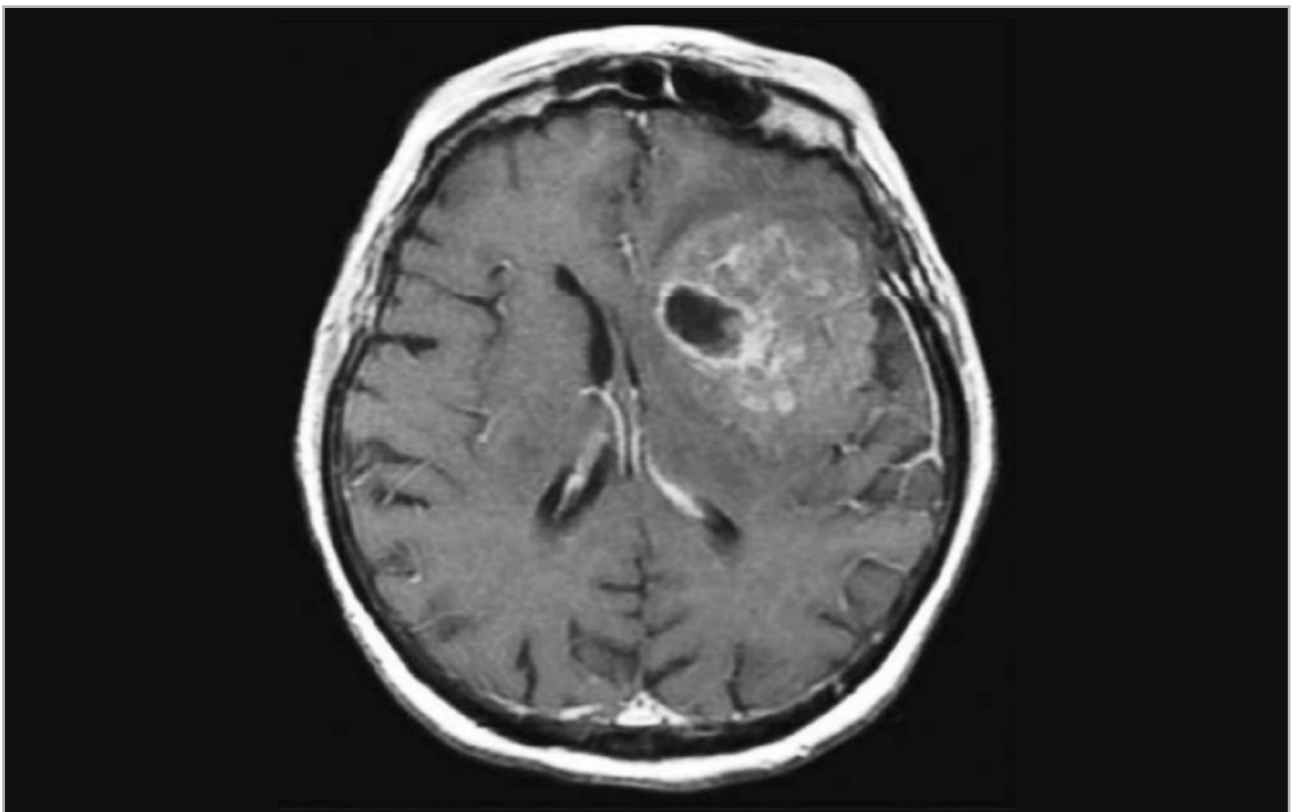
Glioblastoma multiforme en resonancia magnética (RM) craneal, secuencia T1 con contraste. Se aprecia captación irregular del contraste con fotos de necrosis interna en el hemisferio cerebral izquierdo. Tomada de Allan H. Roppe et al. Capítulo 31. Intracranial Neoplasms and Paraneoplastic Disorders. Adams and Victor's Principles of Neurology.
